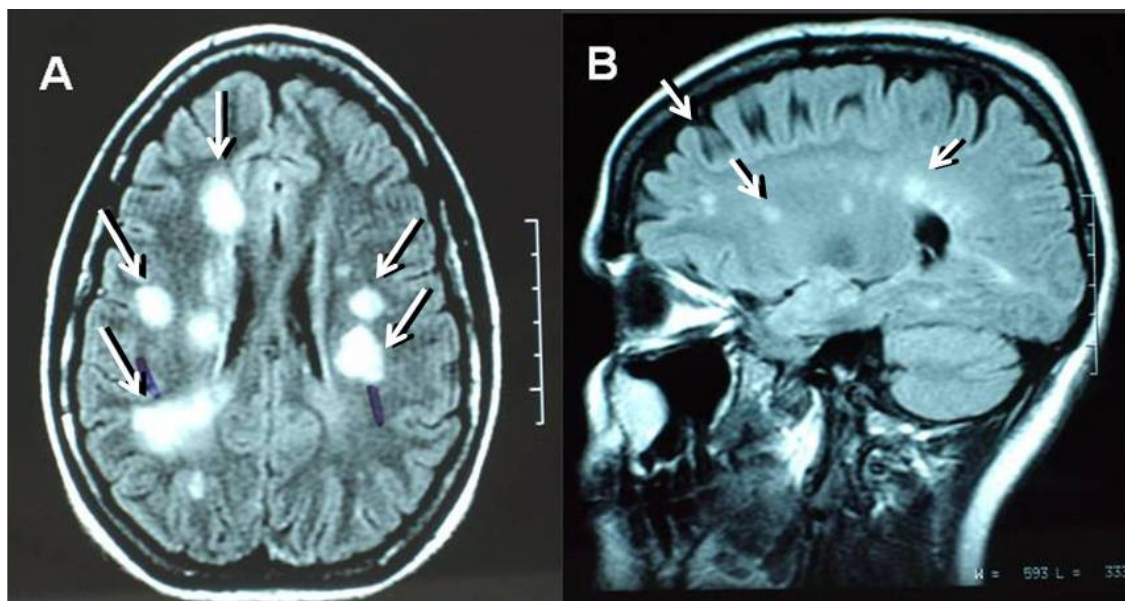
Imagem por ressonância magnética de dois pacientes com esclerose múltipla
